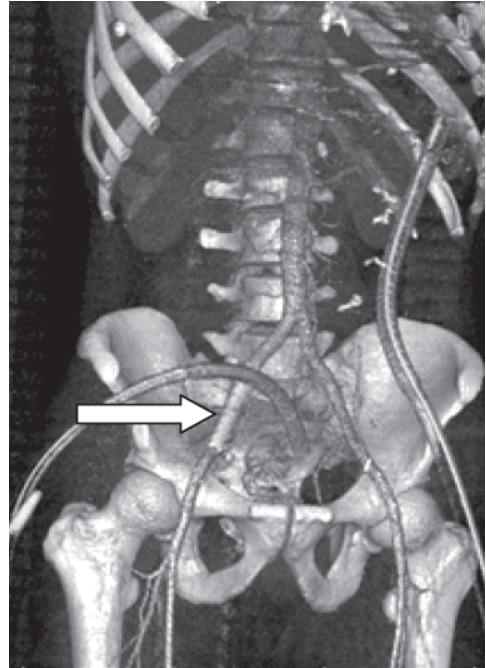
Тот же раненый. КТ-ангиография. Стент-графт прикрывает дефект подвздошной артерии (стрелка). Сброса в венозную систему нет
